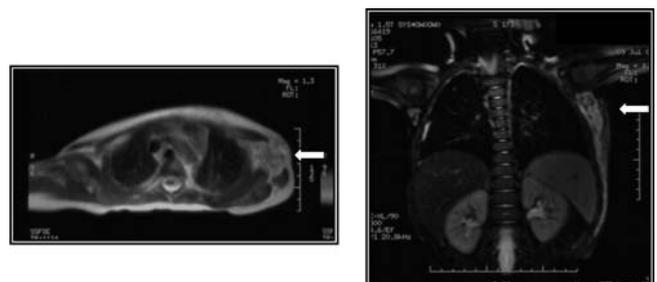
Ressonância magnética nuclear mostrando área de alargamento do musculo, sem colecções.
